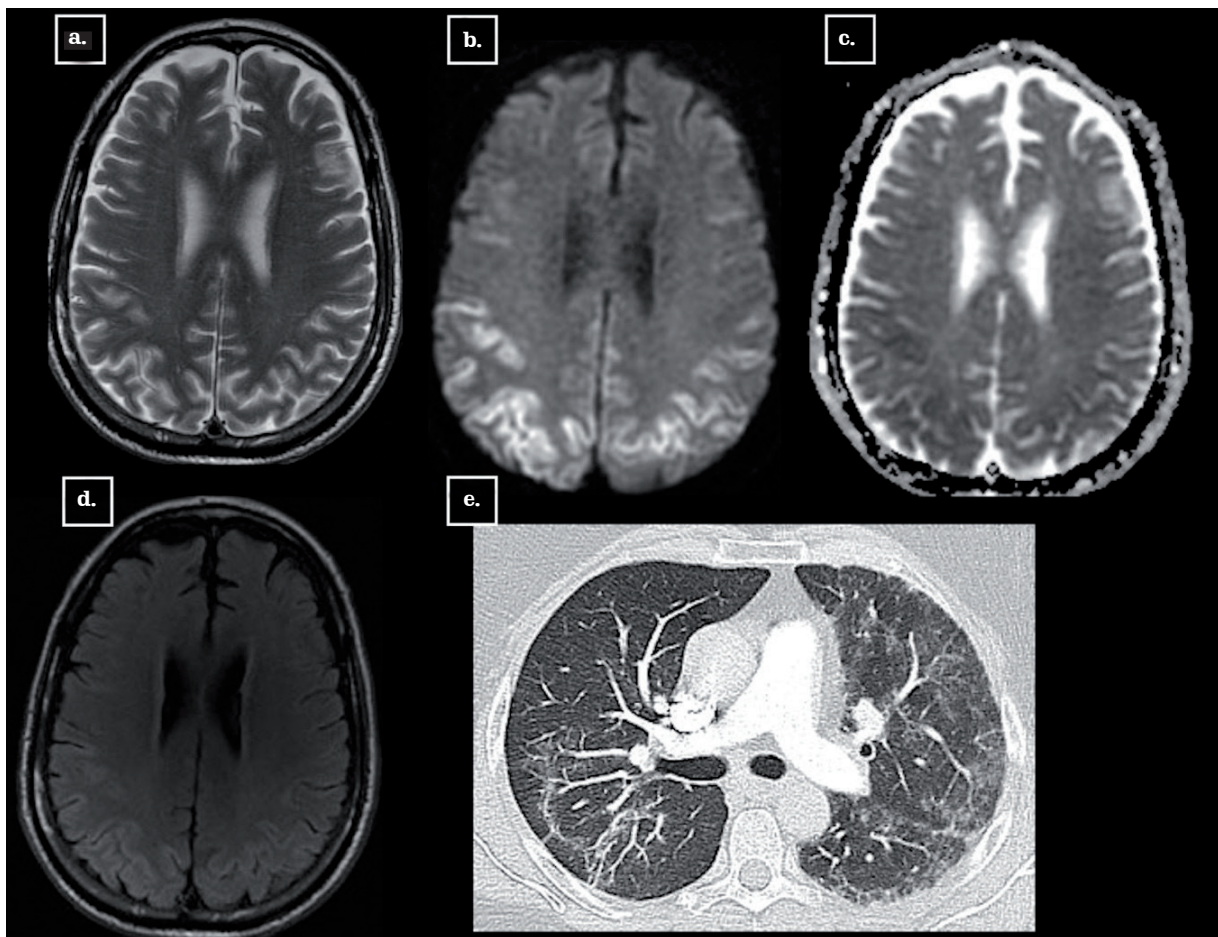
Encefalopatía hipóxico isquémica. Paciente masculino de 79 años. Neumonía por COVID-19. RM cerebral sin contraste axial T2w (a), difusión axial (b), coeficiente aparente de difusión, mapa (ADC) (c), FLAIR axial (d): restricción a la difusión en la corteza y sustancia blanca profunda del encéfalo (bihemisférica, simétrica), con representación en T2W. TC torax axial con contraste (e): múltiples opacidades en vidrio esmerilado subpleurales multilobares. Fuente: los autores.
